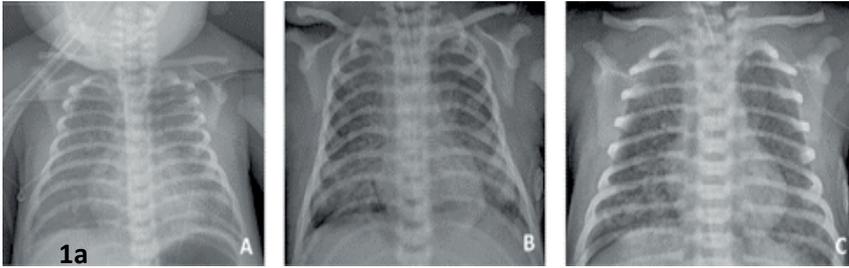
Radiografía característica con infiltrados reticulares en parches, debido a zonas atelectásicas. B. Después del manejo con antibióticos, surfactante y ventilación se evidenció sobre distensión (nueve y medio espacios intercostales), alternando el infiltrado en parches con áreas hiperinsufladas. C. Resolución de la sobre distensión (ocho espacios intercostales) con el ajuste ventilatorio. . Fuente: tomado de (Villanueva Garcia, 2016)
